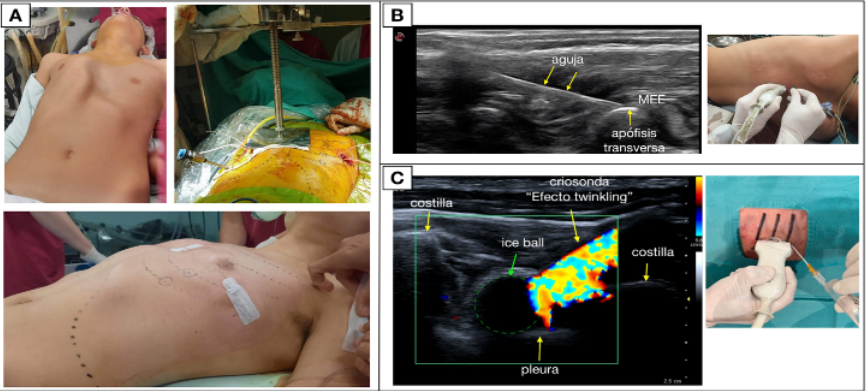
A: Paciente de 14 años con pectus carinatum/ excavatum, fotografías pre, intra y postoperatorio. B – C: Imágenes ecográficas obtenidas con sonda lineal alta frecuencia. B: Bloqueo músculo erector espinal (MEE) ecoguiado, “punción en plano”. C: Crioanalgesia percutánea ecoguiada, Doppler color permite la visualización del efecto twinkling y artefacto “ice ball”.
